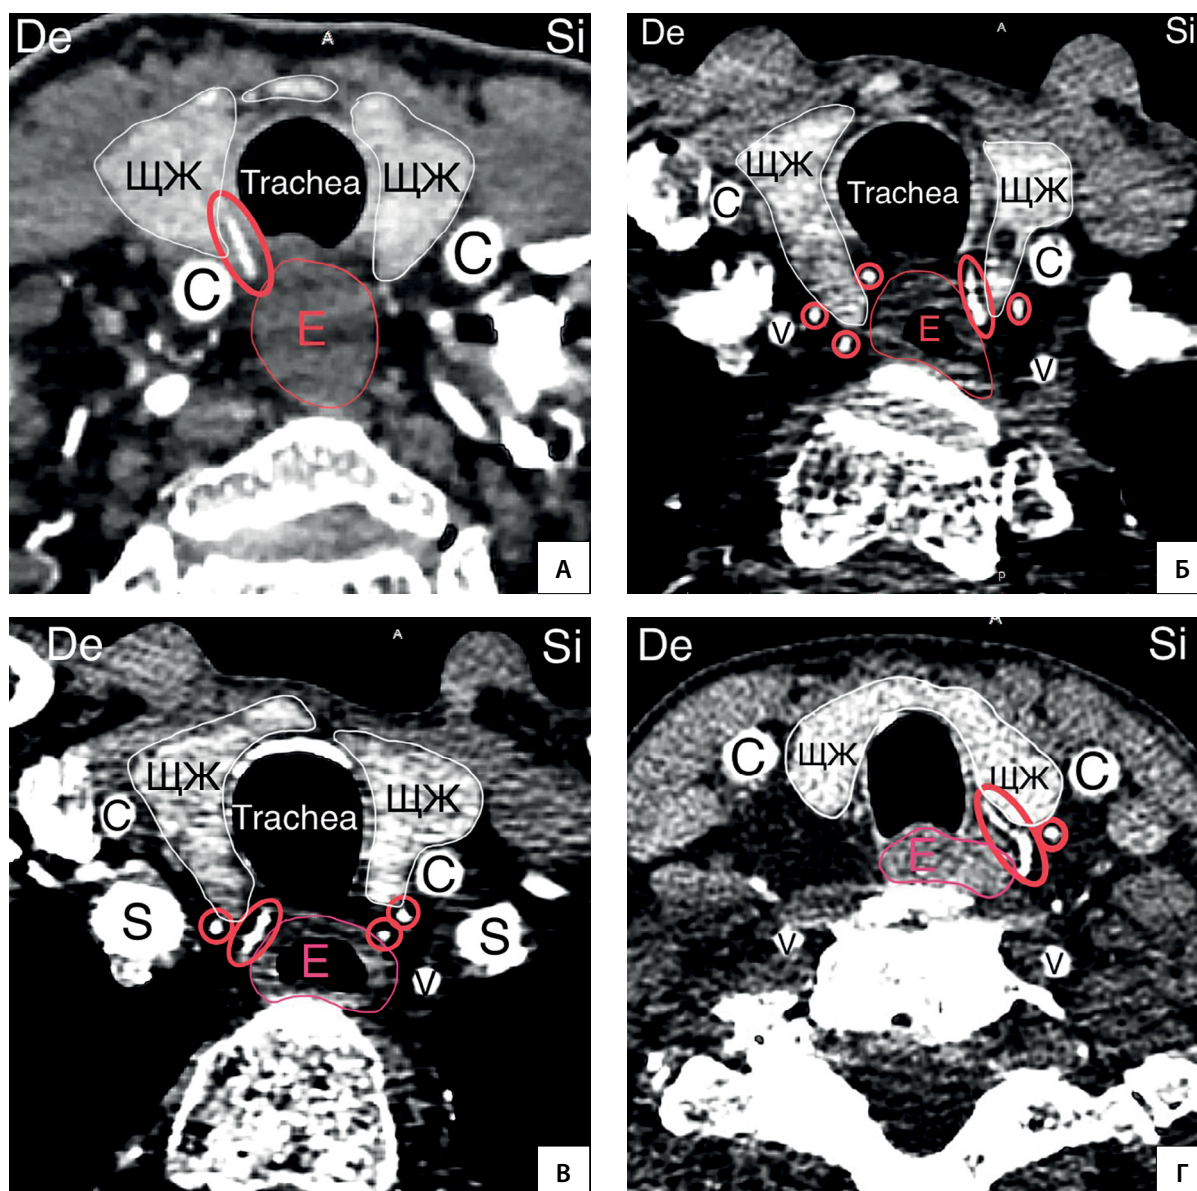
Топография ветвей НЩА. А, Б, В, Г — КТ-ангиография (горизонтальный срез). Ветви НЩА располагаются по задней поверхности ЩЖ. Часть ветвей направляются в промежуток между долей ЩЖ и трахеей. С — a. carotis communis; V — a. vertebralis; S — a. subclavia; E — esophagus; De — dextra; Si — sinistra.
